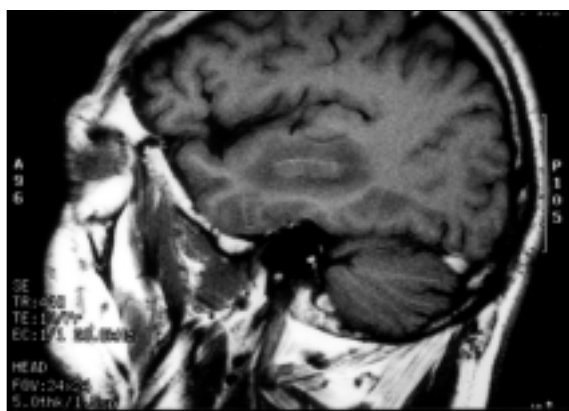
Thrombose du sinus latéral en IRM : hypersignal en spin écho T1 en coupe parasagittale.
